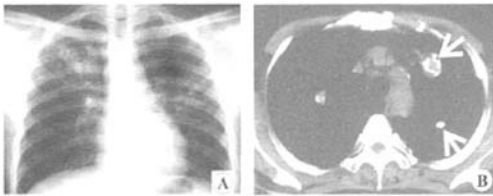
老年双侧肺上野多发肺结核患者的 X 线平片(A)和 CT (B)结果 (A: X 线平片显示右侧肺上野单发结核, 左侧不明显; B: 同一病例 CT 结果显示双侧肺上野多发结核。)
